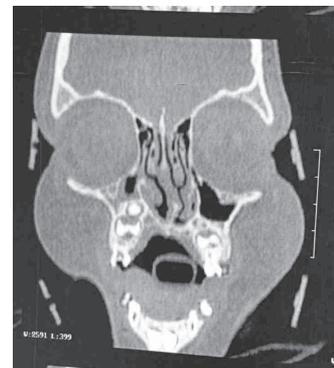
Ressonância magnética apresenta hipoplasia mandibular
